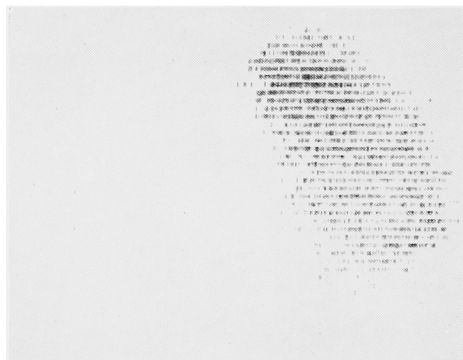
Case 12.  $^{197}\text{Hg}$ -Neohydrin scintigram shows non-functioning renal tissue on left.
